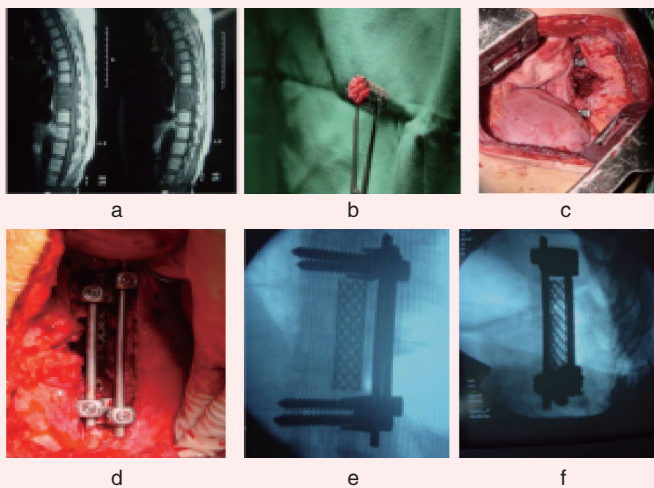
a.MRI 提示的中段胸椎结核; b. 嵌有移植骨的钛笼; c. 术中钛笼放置前骨槽准备; d. 前路内固定钉棒固定及钛笼位置; e 和 f. 前路经胸入路联合嵌有移植骨钛笼置入融合的术后影像学图像
